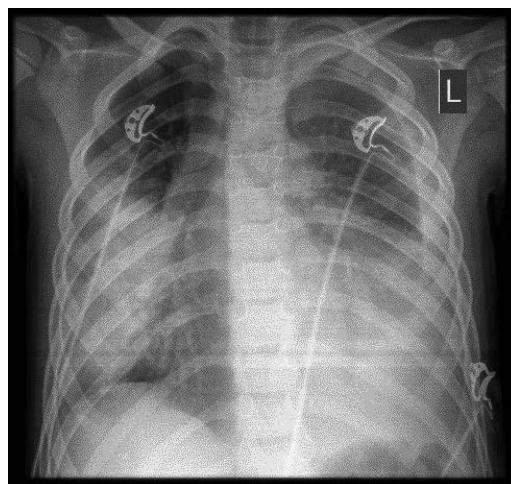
Рентгенография органов грудной клетки: двусторонняя очагово-сливная пневмония, левосторонний гидроторакс.
